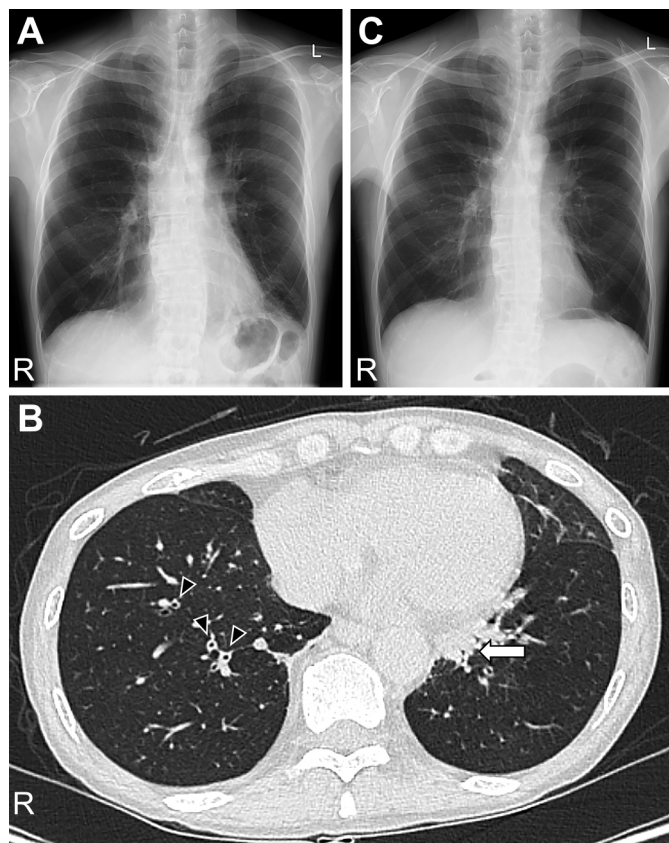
Chest X-ray and CT.
